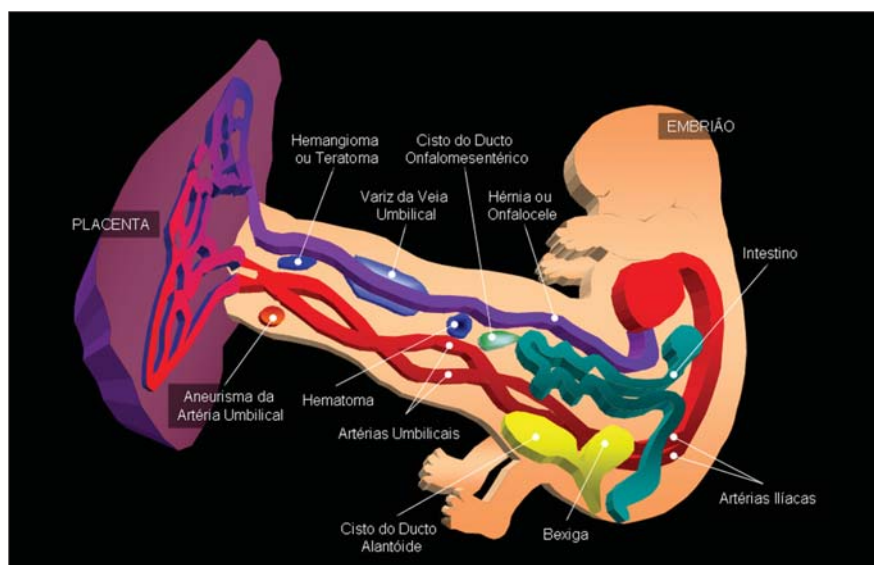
Massas do cordão umbilical. (Modificado de: Callen PW, editor. *Ultra-sonografia em obstetria e ginecologia*. 4ª ed. Rio de Janeiro: Guanabara Koogan; 2002. p. 587).
